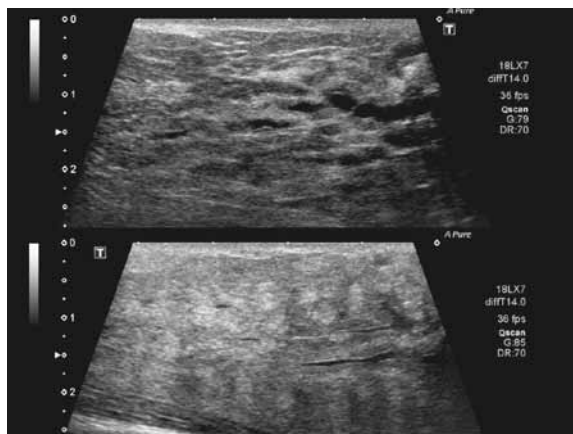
授乳期乳腺の個体差・不均等:上:授乳6ヶ月期。主乳管が拡張し、等エコー構造部も太いが、基本の構造が観察可能である。下:授乳7ヶ月。腺房に乳汁が貯留し間質が減少。乳腺構造の観察が難しくなる。
